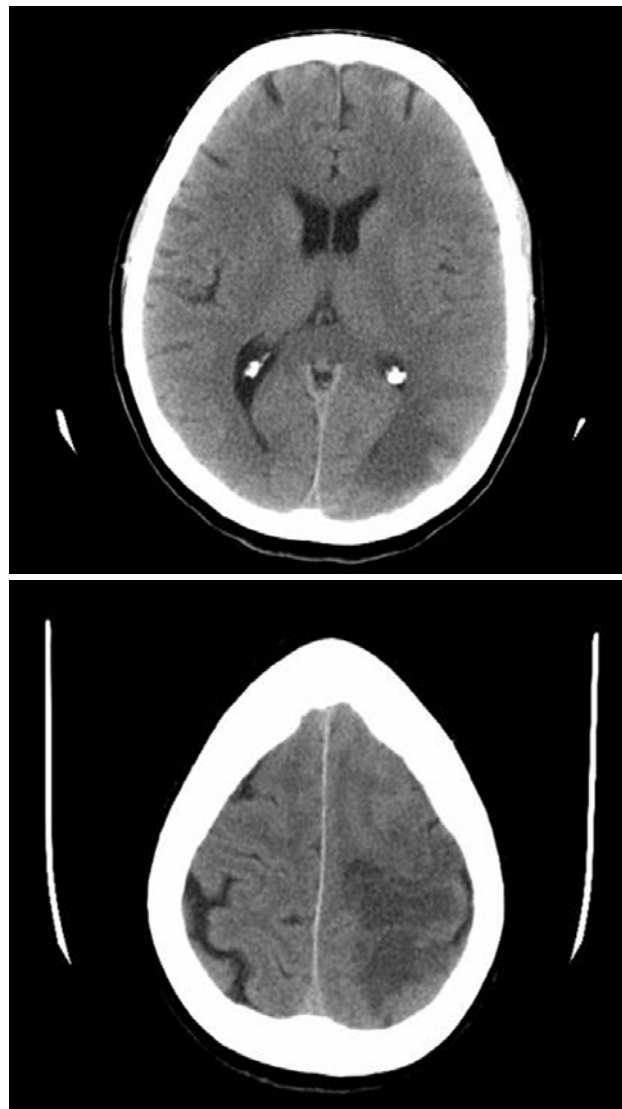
Tomografia Computadorizada mostrando hipodensidade nas regiões parietal e occipital esquerda com edema na substância branca adjacente sugestiva de lesão devido à hiperperfusão
